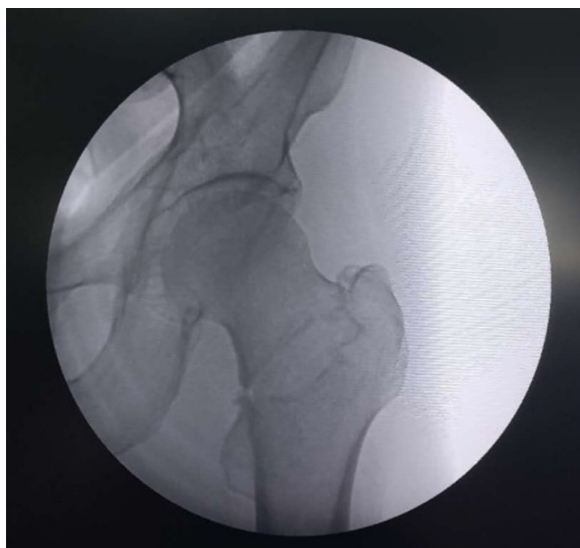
术前骨折牵引复位, 髋关节正位X线片, 示骨折复位良好
